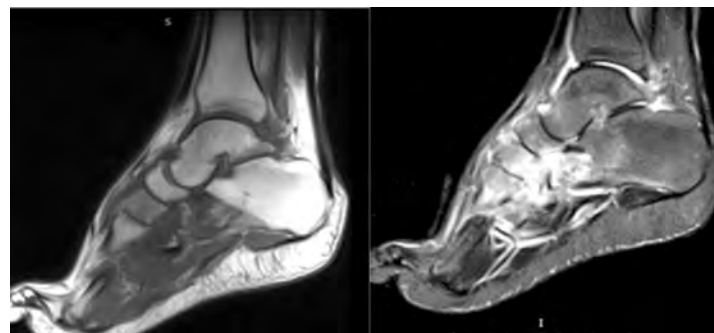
Больной С. 17 лет. Наиболее информативные сканы МРТ выполненные через 6 месяцев после начала лечения (определяется регресс отека костного мозга пяточной, таранной и ладьевидной кости)
